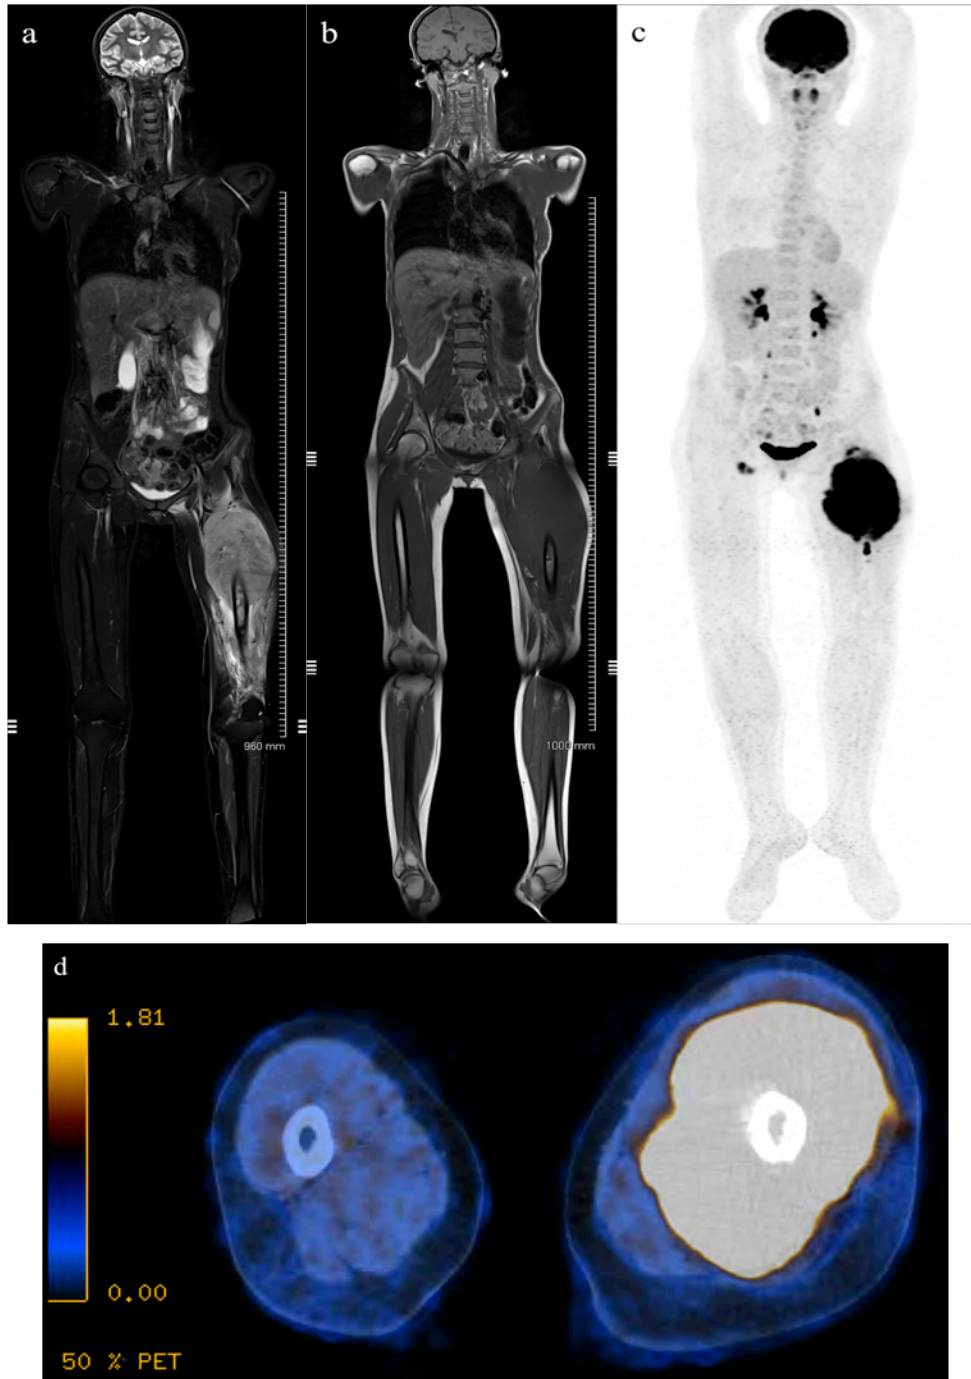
IRM corps entier, reconstructions en coupes coronales STIR (a) et T1 (b), puis TEP scanner (c,d) chez une patiente de 23 ans présentant une tumeur localisée du fémur gauche.
